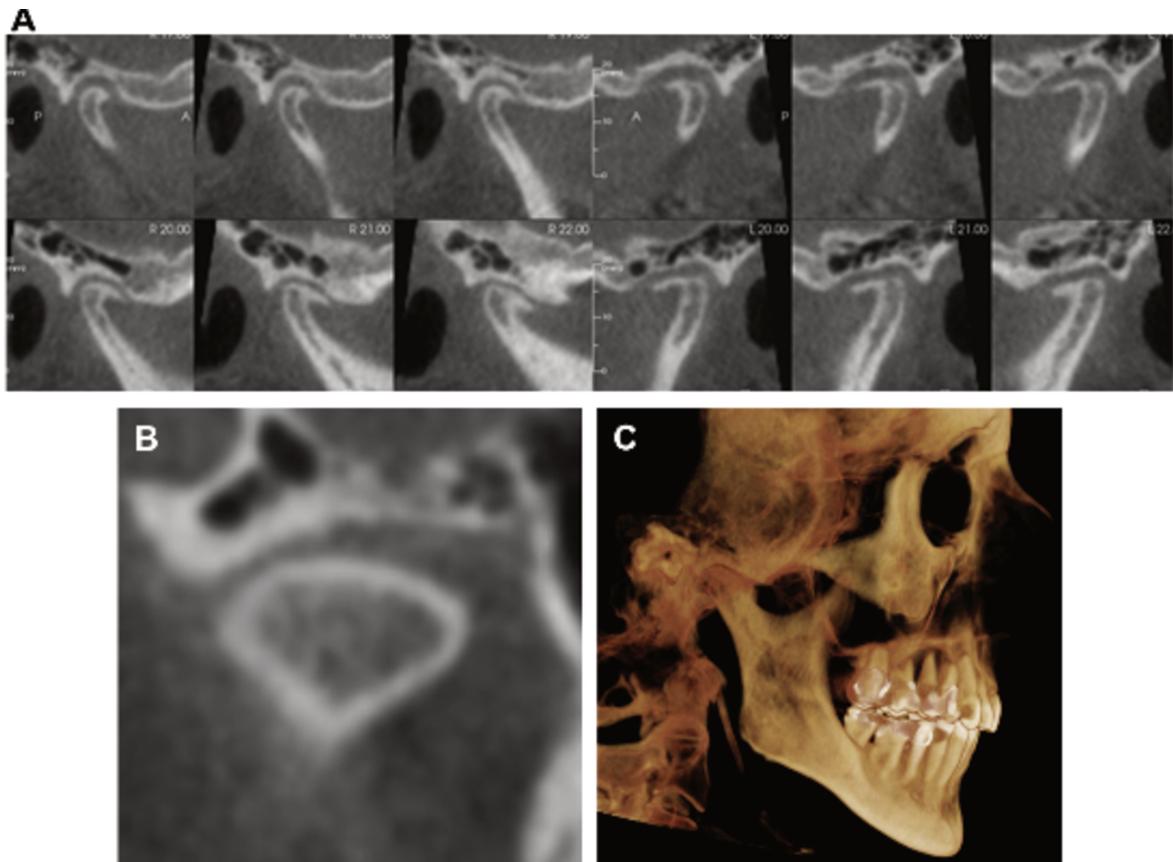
Acquisition CBCT d'une ATM pathologique
